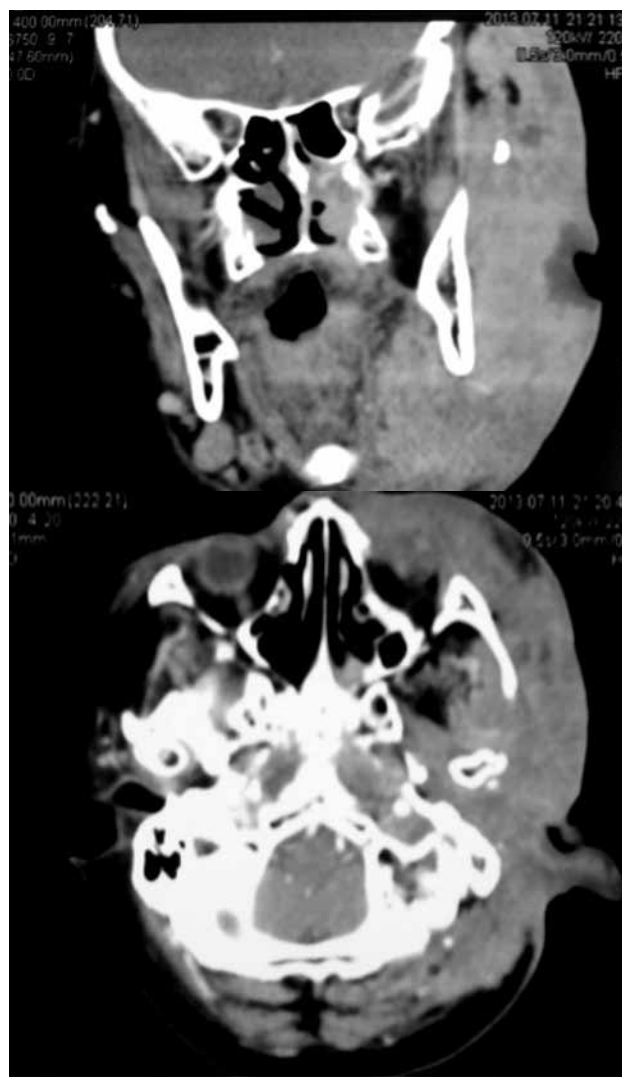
Tomografía espiral multicorte (TEM): lesión infiltrativa de partes blandas (auricular y ocular izquierdas) de densidad homogénea, pero presenta zona de aparente necrosis.
